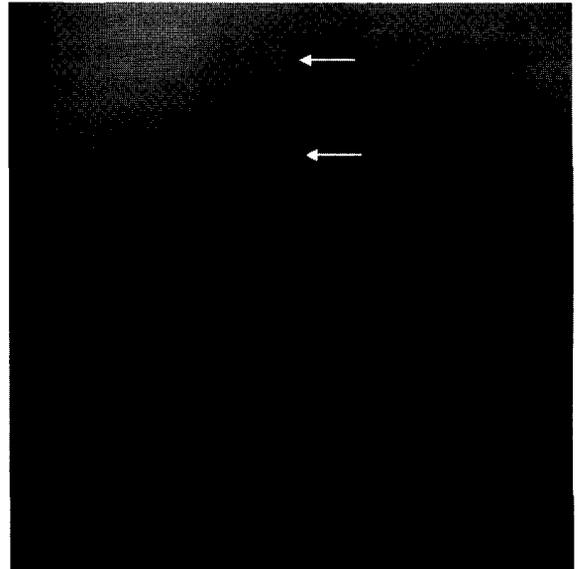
Radiografía lateral de tórax: Banda traqueal posterior (flechas).
